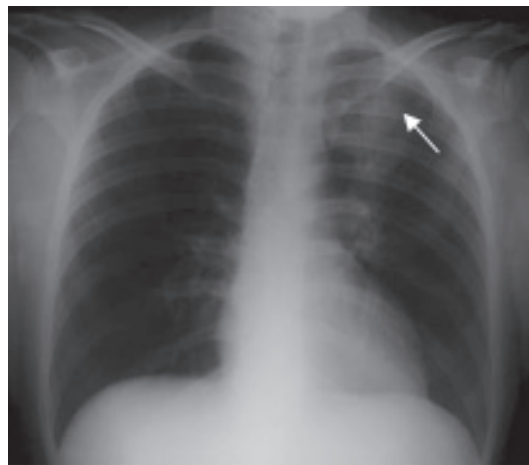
Radiografia do tórax PA mostrando a opacidade no andar superior do hemitórax esquerdo.
